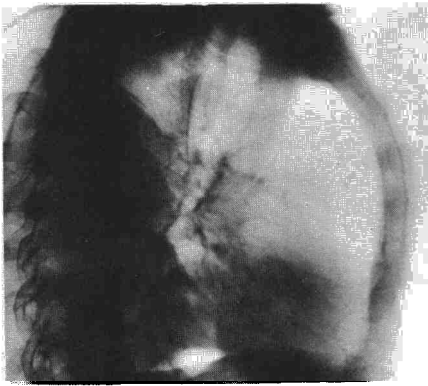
Imagen radiológica de perfil correspondiente a la radiografía de la fig. 2. La tumoración ocupa el segmento de Fowler y la infiltración interesa la pirámide basal.
